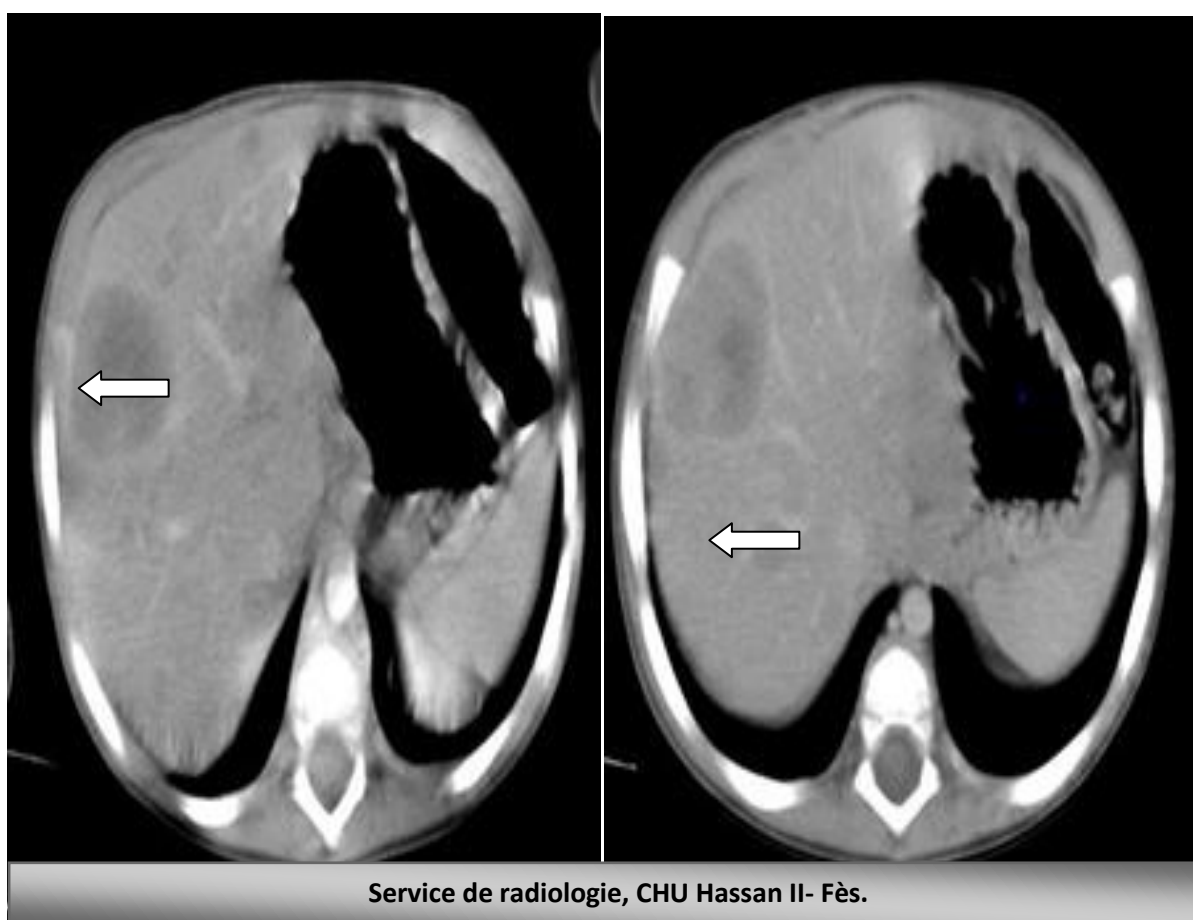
TDM abdominale montrant un foie discrètement augmenté de taille avec des multiples lésions hypodenses rehaussées de façon modérée après injection du produit de contraste en rapport avec des métastases hépatiques.
